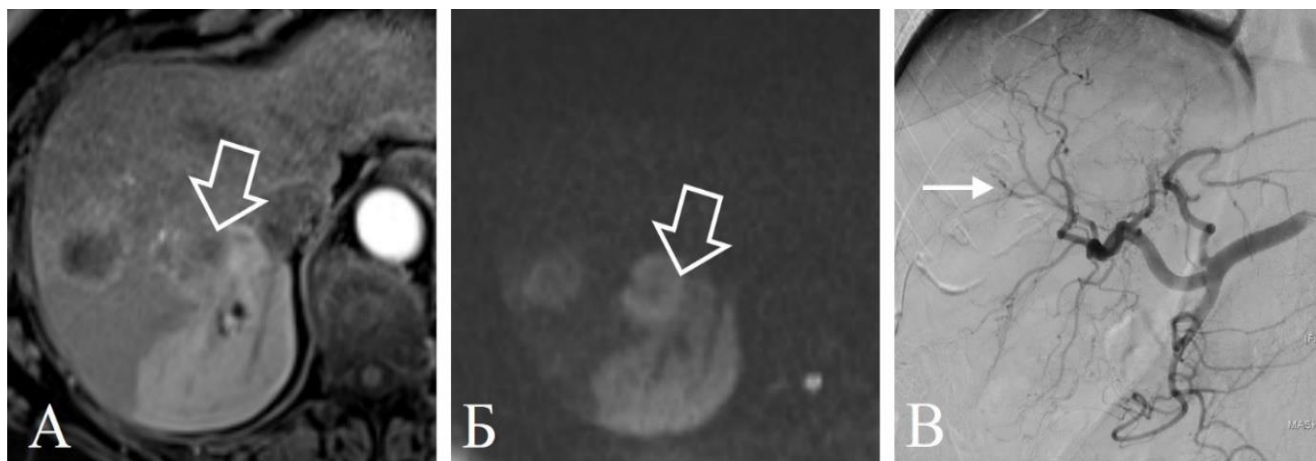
Пациентка 73 лет с вторичными новообразованиями при раке сигмовидной кишки. МРТ в артериальную фазу до ТАХЭ (А) показывает несколько гиповаскулярных очагов, с зоной повышенного контрастирования печени клиновидной формы (объемная стрелка). На МРТ в режиме ДВИ (Б) очаг и измененная паренхима печени ограничивают диффузию (объемная стрелка). Ангиограмма (В) демонстрирует дистальную окклюзию артерии 6 сегмента печени (стрелка)
